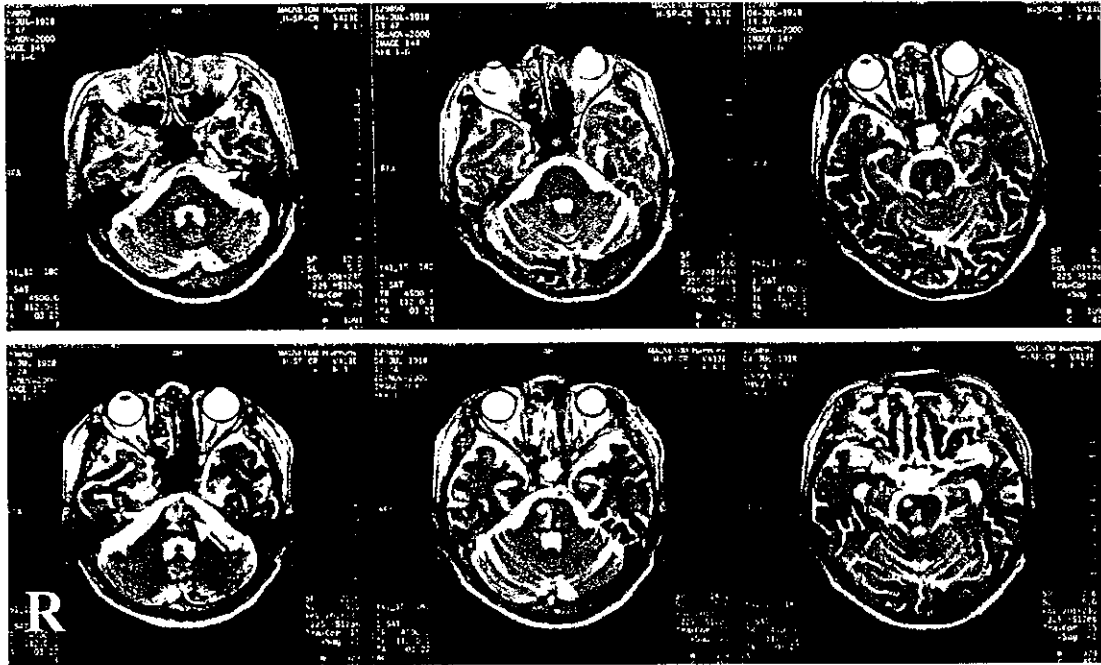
入院時(上段)および入院後15日目(下段)の頭部MRI (T₂強調画像)
